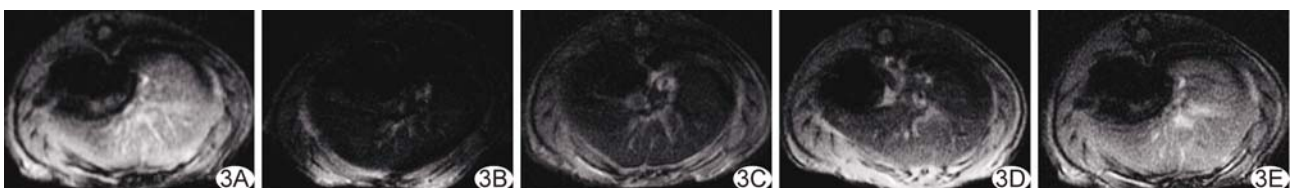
MSCs 体内 MRI 示踪 MSCs 移植前后大鼠肝脏的  $T2^*WI$  A~E. 依次为 MSCs 移植前和移植后 1、5、9、10 天
